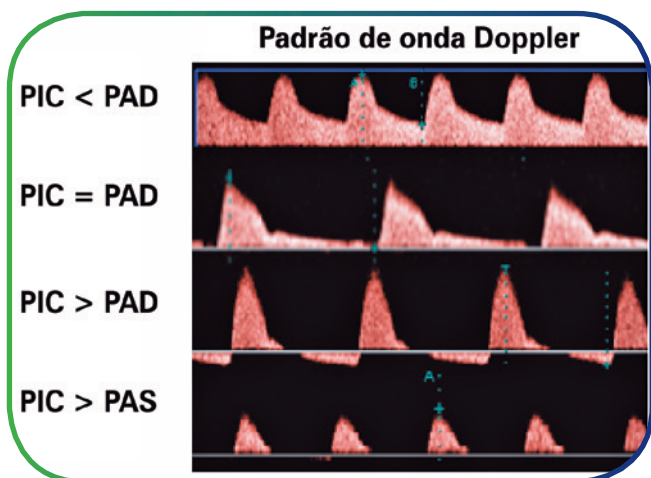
Padrão da onda do Doppler com o aumento progressivo da pressão intracavernosa (PIC) durante as fases da ereção.
